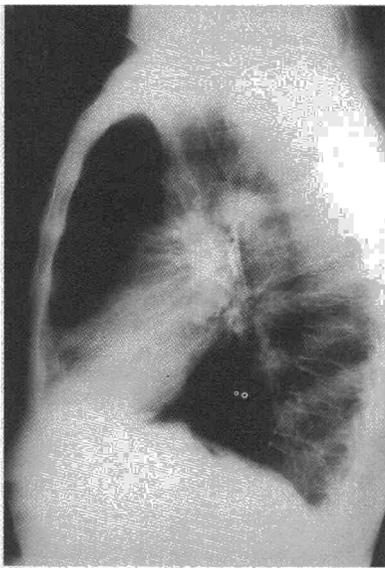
Radiografía lateral de tórax. Localización del cuerpo extraño en el bronquio principal derecho.
